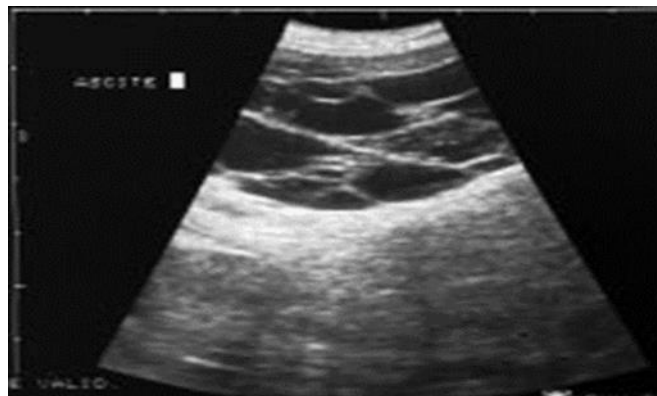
une échographie montrant une ascite cloisonnée[10].
